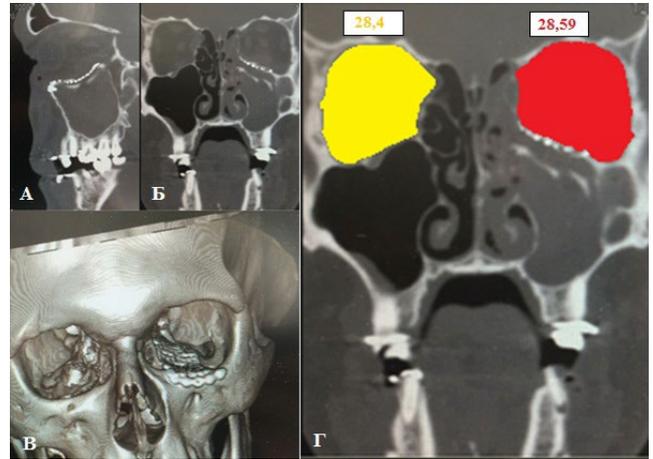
Срезы компьютерной томографии пациента М., 24 г.: после проведенной открытой репозиции, остеосинтеза нижнеорбитального края ОС с помощью С-образной титановой пластины, пластики дефекта нижней стенки левой орбиты с применением титанового аугмента, индивидуализированного на предоперационном этапе с помощью высокоточной физической 3D-модели области дефекта, изготовленной путем SLS 3D-принтинга
